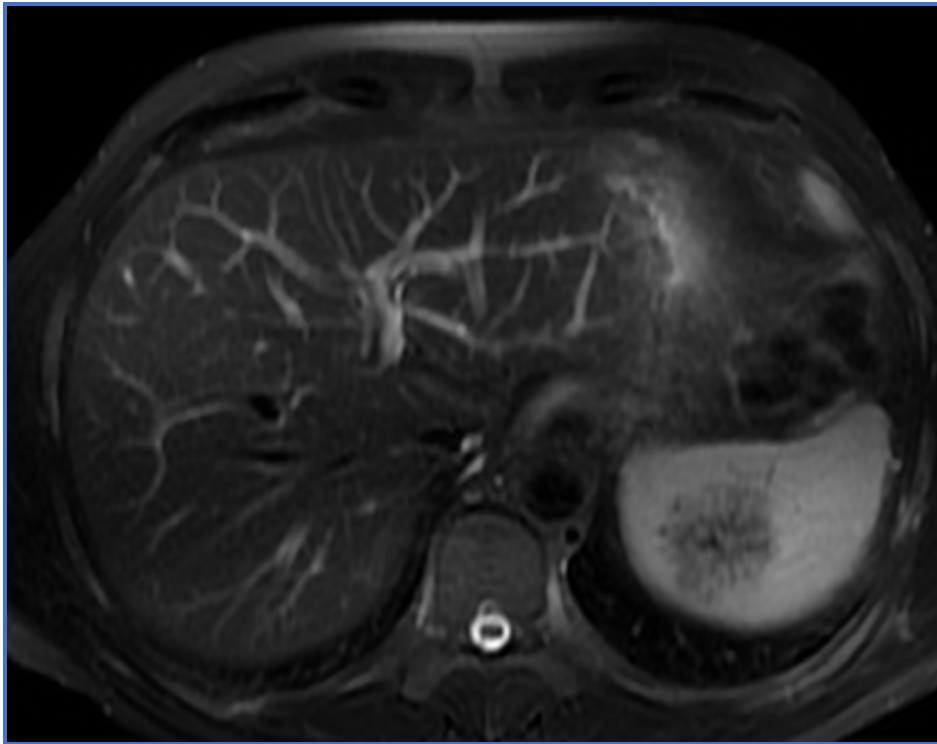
RMN: se aprecia lesión esplénica, sólida de aspecto heterogéneo.
